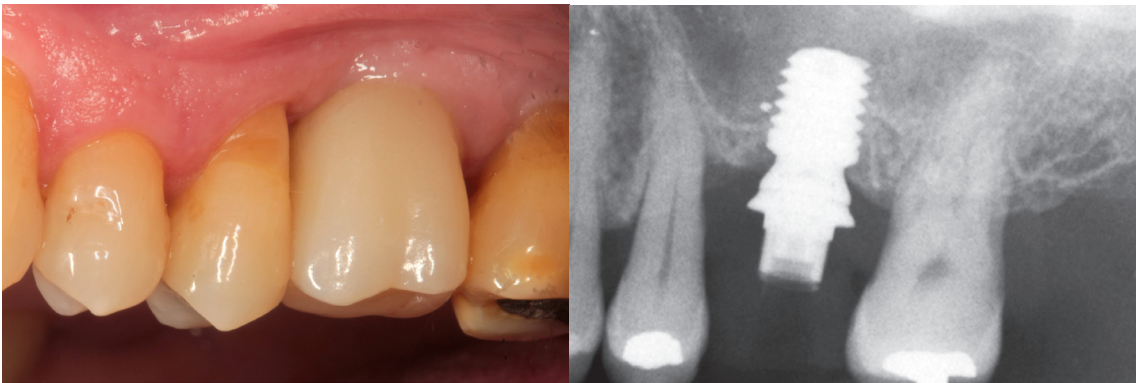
Imagen de la colocación de la corona y radiografía inicial.
